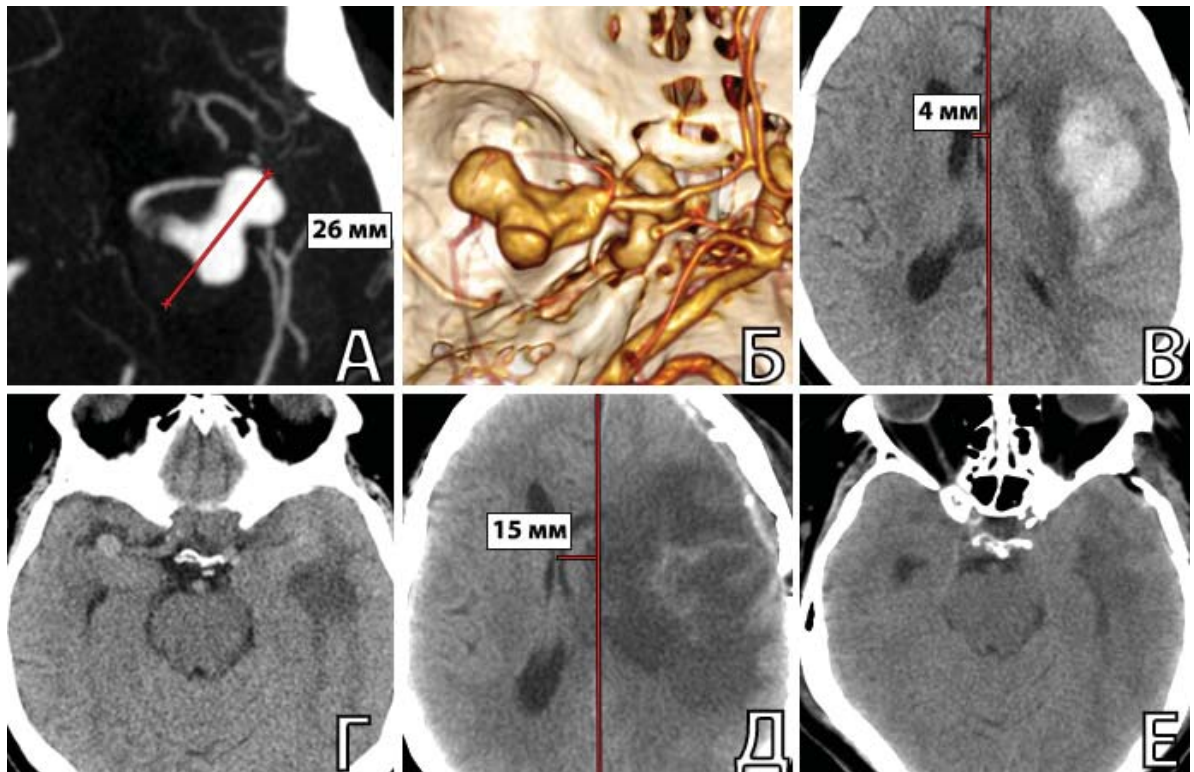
Выраженный отек полушария после клипирования гигантской ЧТА у пациентки Я-й, 55 лет. А. При КТА (MIP) до операции: гигантская ЧТА бифуркации СМА слева; Б. КТА (3D) до операции: определяется контрастируемая часть аневризмы; В. КТ до операции: ЛД составляет 4 мм; Г. КТ до операции: охватывающая цистерна не сдавлена; Д. КТ на 6 сутки п/о: ЛД увеличилась до 15 мм; Е. компрессия охватывающей цистерны не выросла
